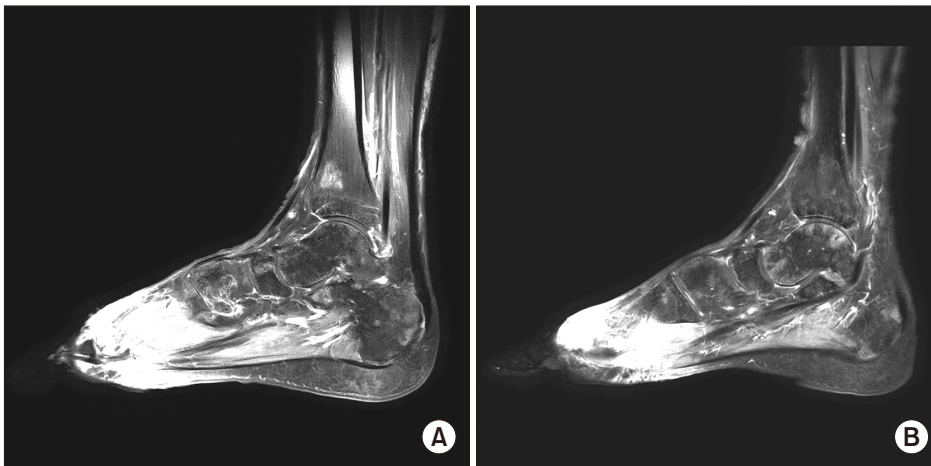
Three-month follow-up magnetic resonance images of right foot (A) and left foot (B) are shown. Multifocal marrow infiltrative lesions with enhancement of both feet are shown.
